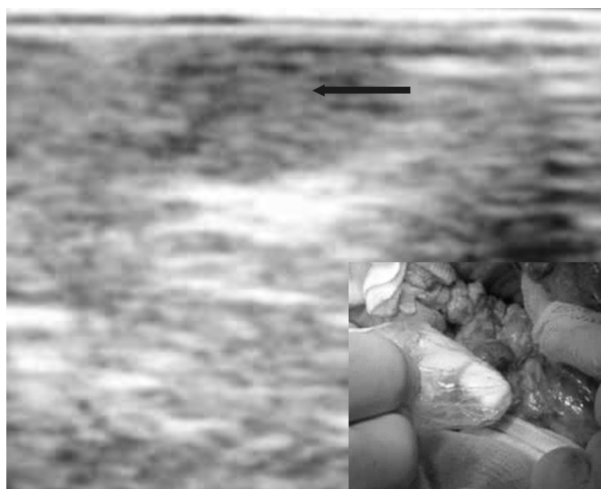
Ecografía intraoperatoria: imagen hipoeoica en cabeza de páncreas separada del conducto de Wirsung evidenciada en abordaje abierto
